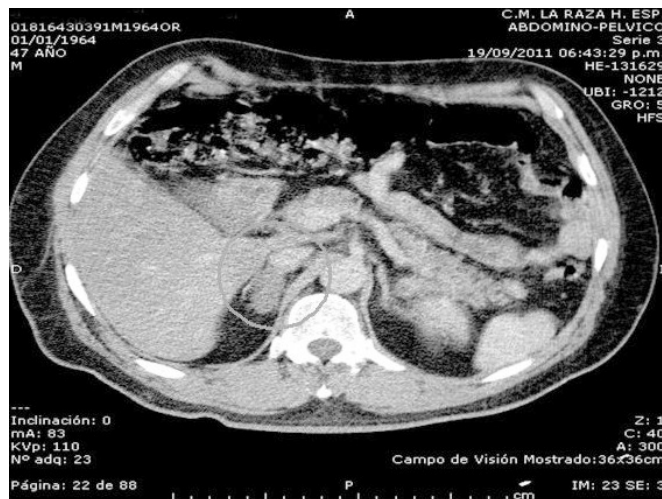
Tomografía abdominopélvica simple y contraste intravenoso. La tomografía muestra un tumor suprarrenal derecho de 20 x 15 mm, bien delimitado, de 10UH sin contraste y hasta 40UH con aplicación de contraste, homogénea.
